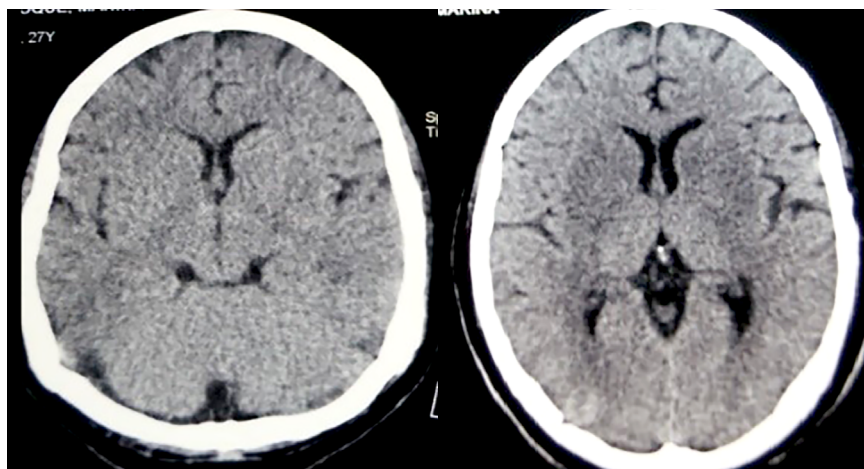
Tomografías cerebrales iniciales en mujer gestante con encefalitis por rabia o encefalitis post-vacunal, sin alteraciones.
